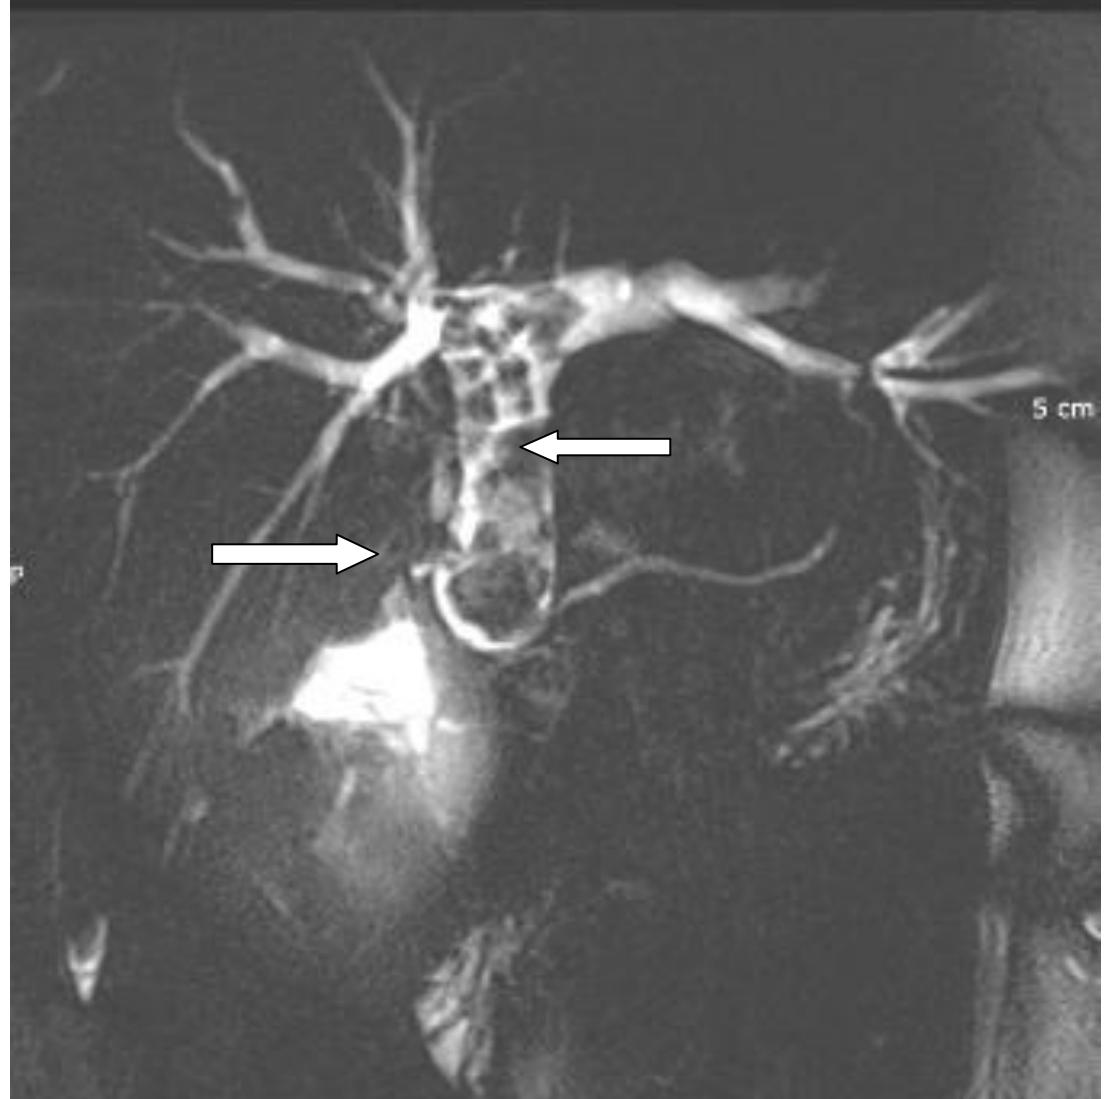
A : bili-IRM, séquence 2D montrant un empierrement cholédocien avec dilatation des voies biliaires intra hépatiques (Hôpital principal)
